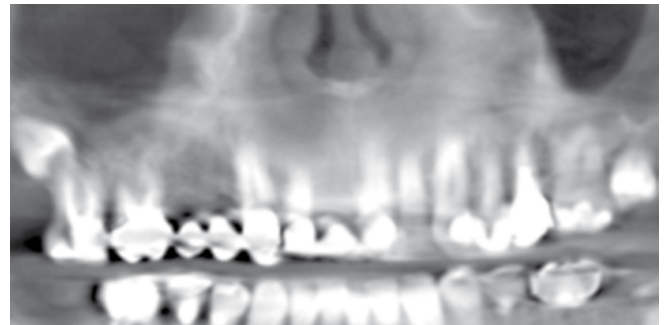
TAC del paciente.
